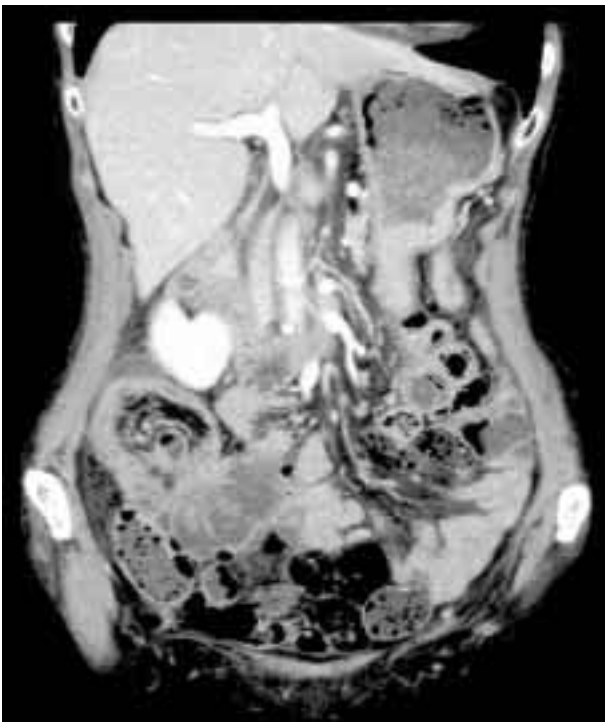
Coronal CT showing the intestine within the intestine.
